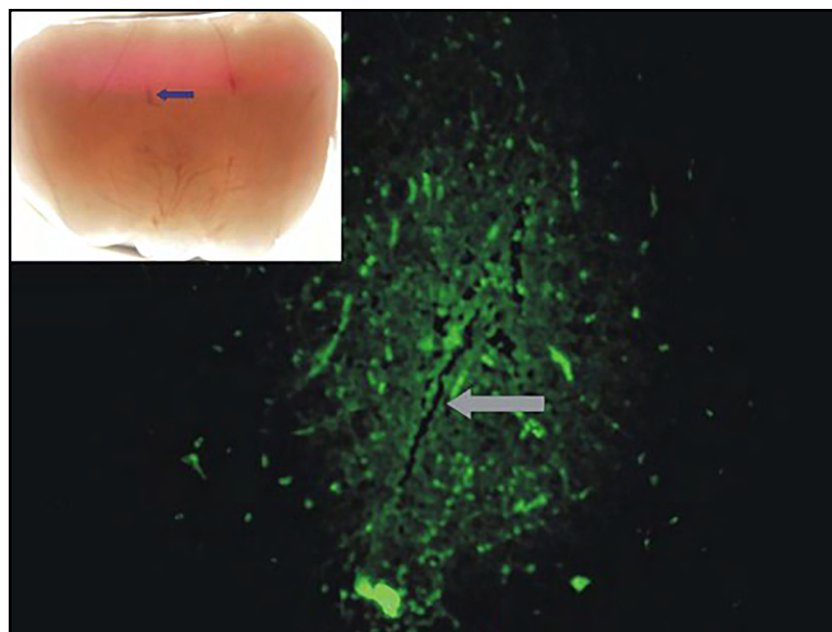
Expresión del transgénico GFP/TK en un adenoma pituitario (Cónsole y col. 2008).
